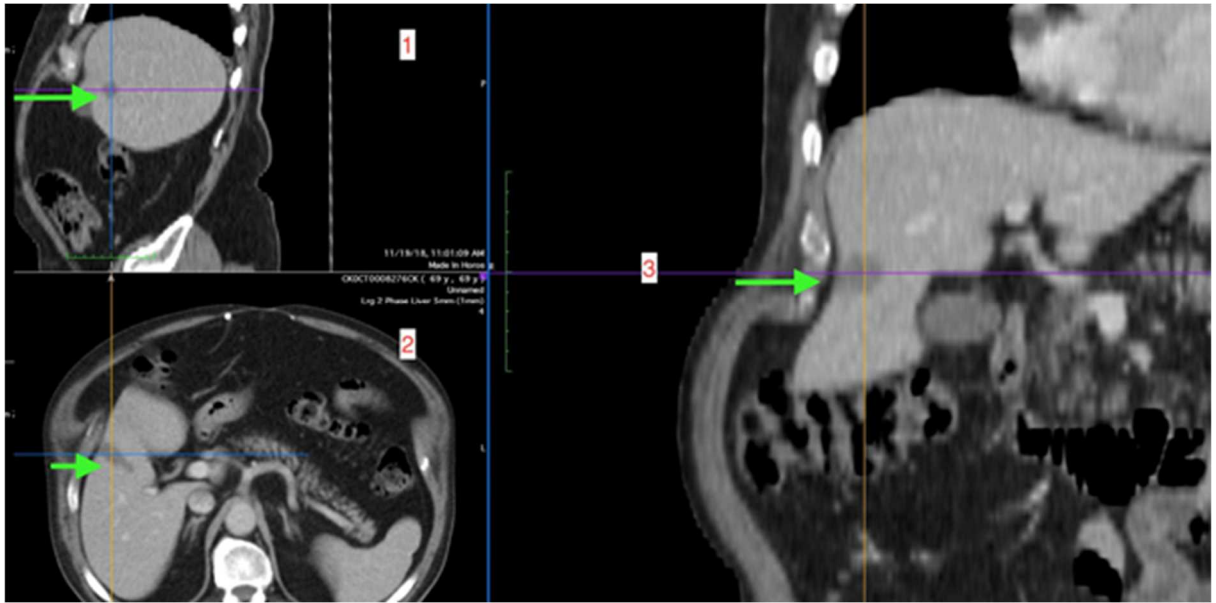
(続き) セグメント 5 の肝臓の転移巣の CT 再構成：(1) 矢状、(2) 軸方向、(3) 正面。矢印は、TA 後の肝臓破壊の領域に対応している。
